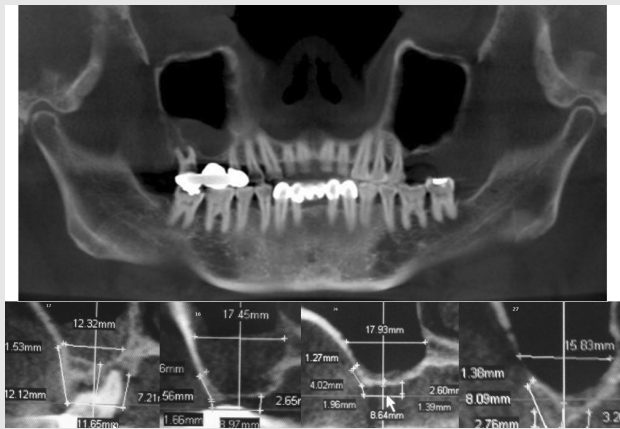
64세 여자 환자의 CT소견으로 상악 우측 제1대구치는 내측벽 거리가 17mm, 고경은 1mm, 상악 우측 제2대구치는 내측벽 거리가 12mm, 고경은 4mm이며 상악 좌측 제1대구치는 내측벽 거리가 18mm, 고경은 1mm, 상악 우측 제2대구치는 내측벽 거리가 16mm, 고경은 3mm이다.
